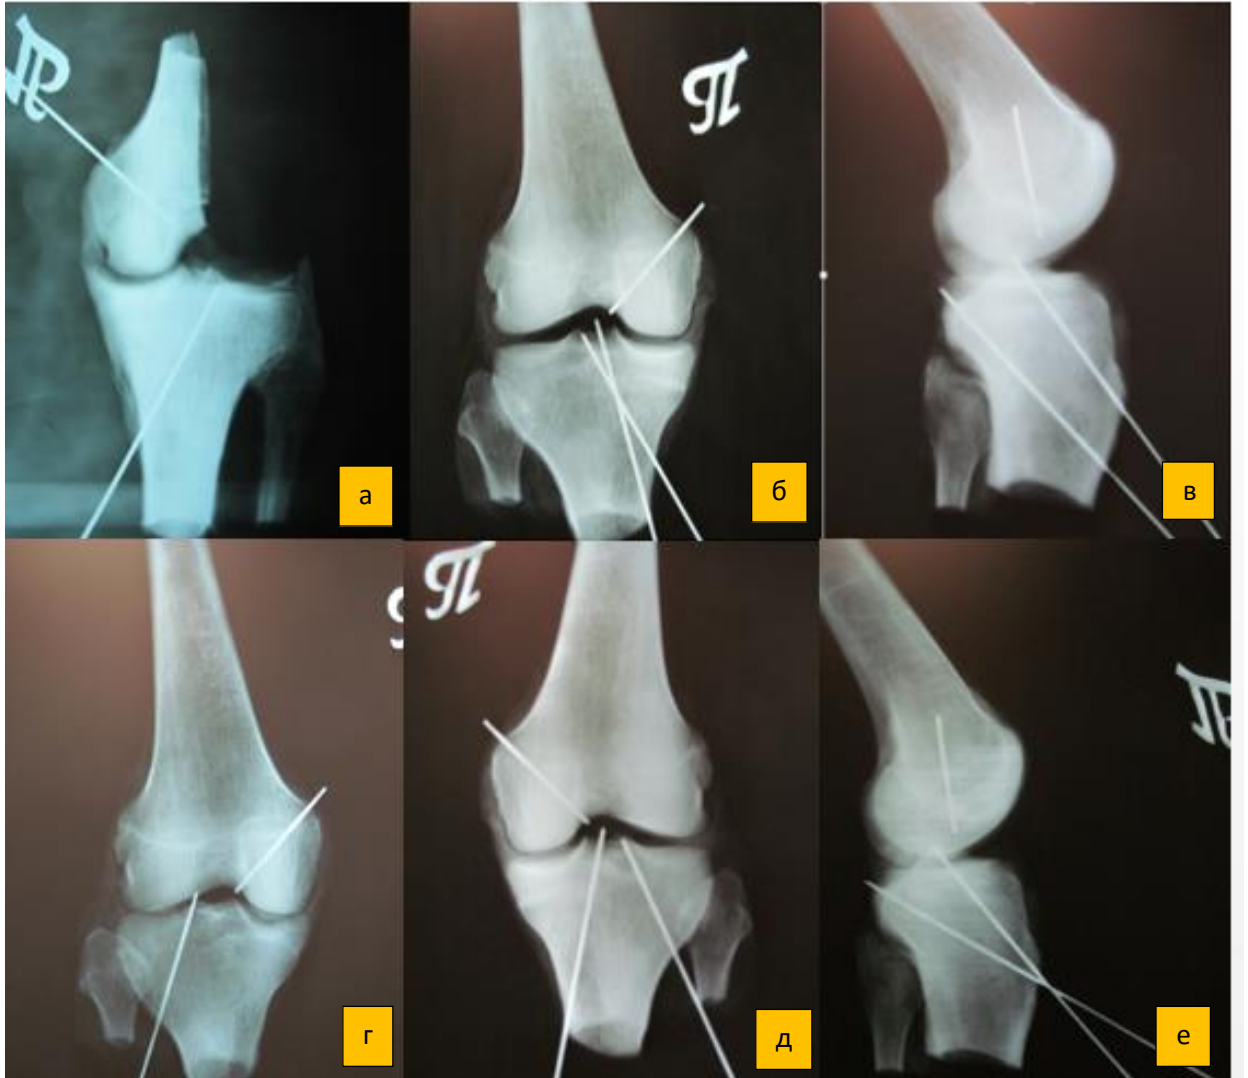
Оценка положения костных тоннелей при пластике ЗКС (а, г) и одномоментной пластике ПКС и ЗКС (б, в, д, е) на рентгенограммах анатомических препаратов коленного сустава
